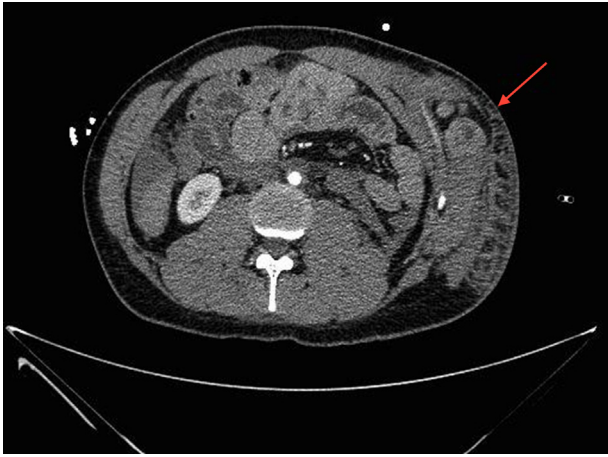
TC abdominal (corte axial). Herniación de asas de intestino delgado que protruyen hasta el 11.º espacio intercostal. Hemoperitoneo.
